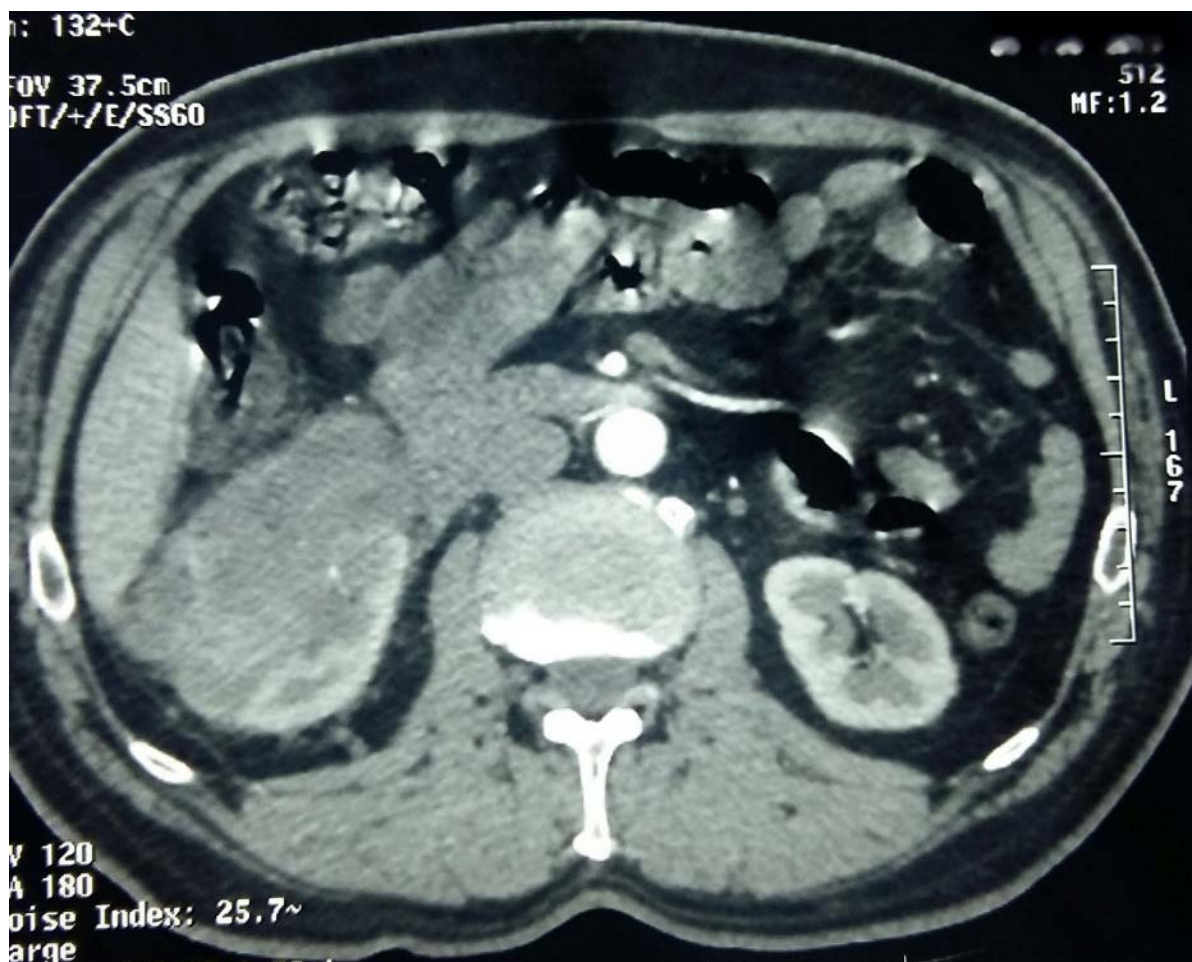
TDM abdominale en coupe axiale objectivant une volumineuse masse rénaledroite rehaussée de façon hétérogène par le produit de contraste avec envahissement des structures de voisinage notamment la graisse perirénale et la VCI.
